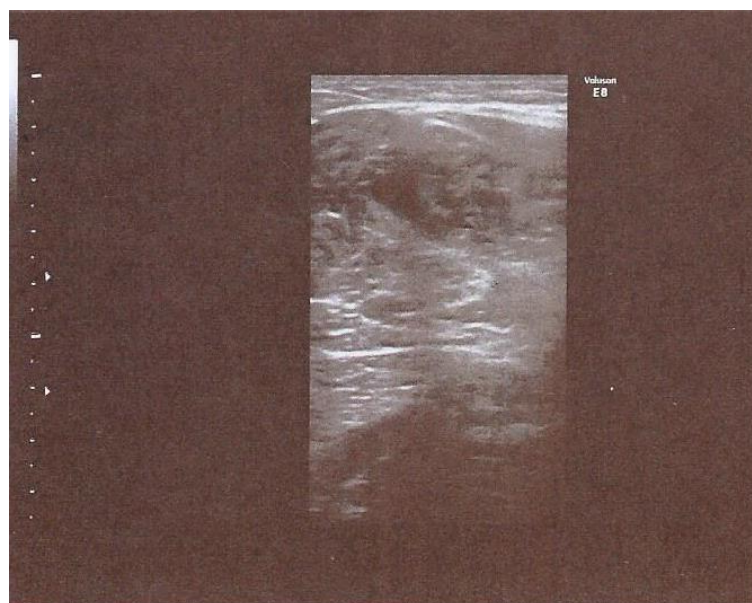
Paziente 1, ecografia di controllo effettuata dal dott. Osvaldo Pirani: All'attuale controllo non rilevate falde fluide intermuscolari profonde al terzo medio-proximale al bicipite femorale della coscia dx. In sede sembra di rilevare una zona di modesto ispessimento fasciale.
